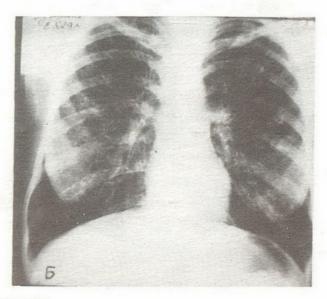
Рентгенограмма органов грудной клетки 1-й больной до (А) и после лечения (Б).
